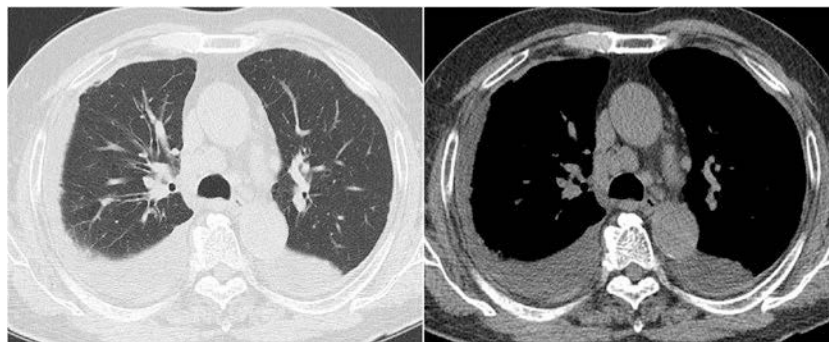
Chest computed tomography imaging on admission showing lymphadenopathy and bilateral pleural effusion.
